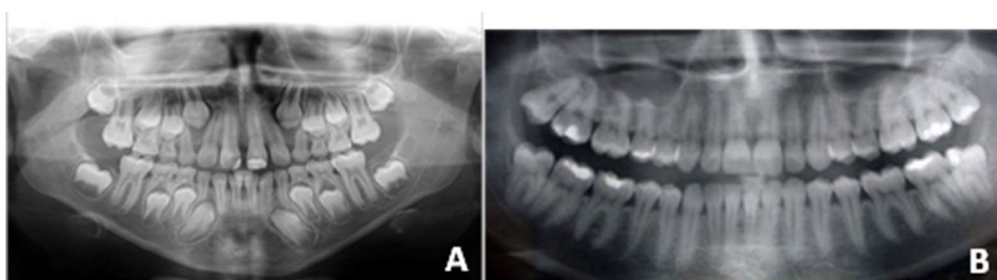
Dentição decídua (A) e dentição permanente (B) em radiografia panorâmica.
